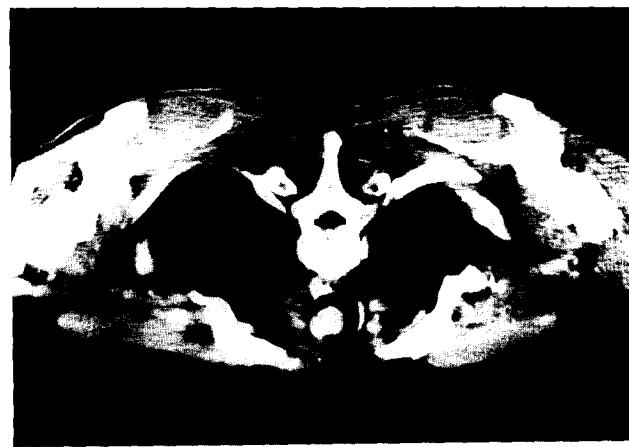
흉부 전산화 단층촬영. 직경 3cm 정도의 구형종괴가 기관의 좌측 앞쪽에 부착되어 있음.
